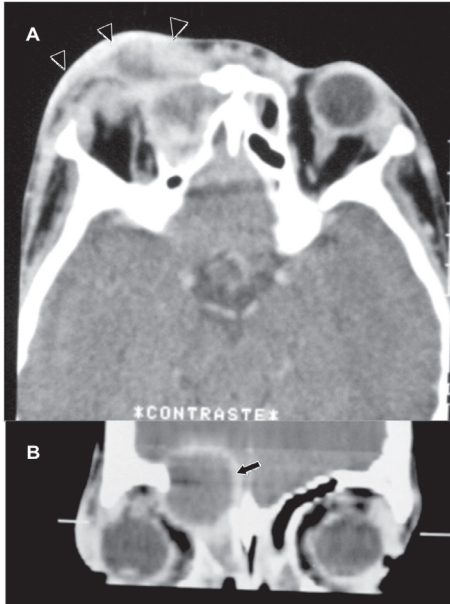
Mucocele infectada - paciente de 17 anos, sexo feminino, com dor ocular, ptose e abaulamento frontal, à direita, há 4 dias; TC pós-contraste no plano axial (A) e reformatação coronal (B); A - Coleção com origem no seio frontal à direita (seta) e grande aumento das partes moles pré-orbitárias (cabeças de seta); O globo ocular não é identificado neste nível, devido ao deslocamento inferior; B - Coleção na topografia do seio frontal à direita (seta), com realce mural pelo meio de contraste, associada à erosão das paredes ósseas superiores e inferior desta cavidade sinusal e componente lesional projetando-se para o quadrante superomedial da órbita e fossa craniana anterior, ipsilateralmente; notar o deslocamento inferolateral do globo ocular deste lado
